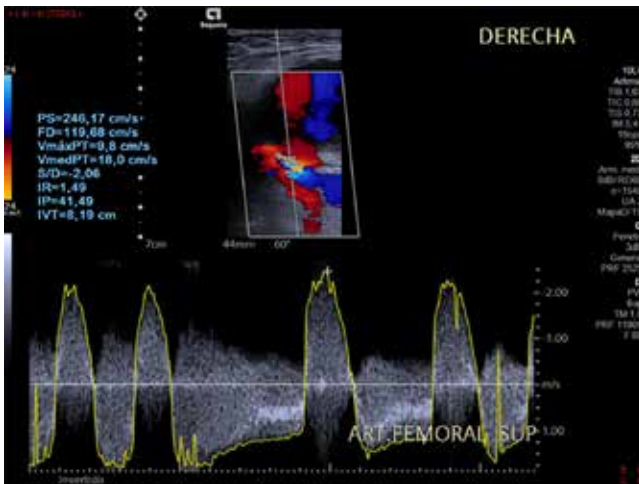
Doppler espectral del sitio de comunicación del pseudoaneurisma en donde se visualiza fenómeno de *aliasing*, espectro bifásico equidistante, velocidad picosistólica e índice de resistencia elevado.
